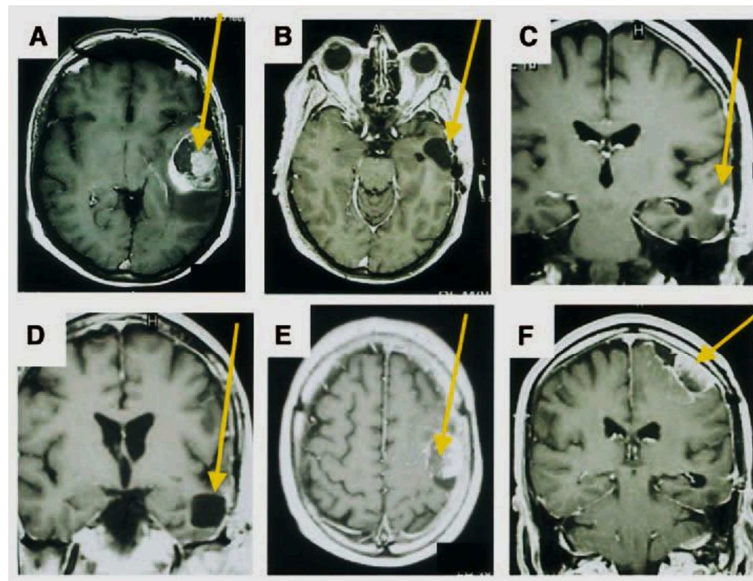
Magnetresonanztomographie (MRT)-Bildgebung eines Glioblastoms. A Präoperative Untersuchung, B Zustand nach Entfernung des Tumors, C lokales Rezidiv 4 Monate nach der ersten Operation, D Zustand nach dem zweiten operativen Eingriff, E und F MRT-Aufnahme drei Monate nach der zweiten Operation zeigt einen neuen Tumor an einer anderen Stelle des Gehirns (Lefranc, Brotchi et al. 2005).
